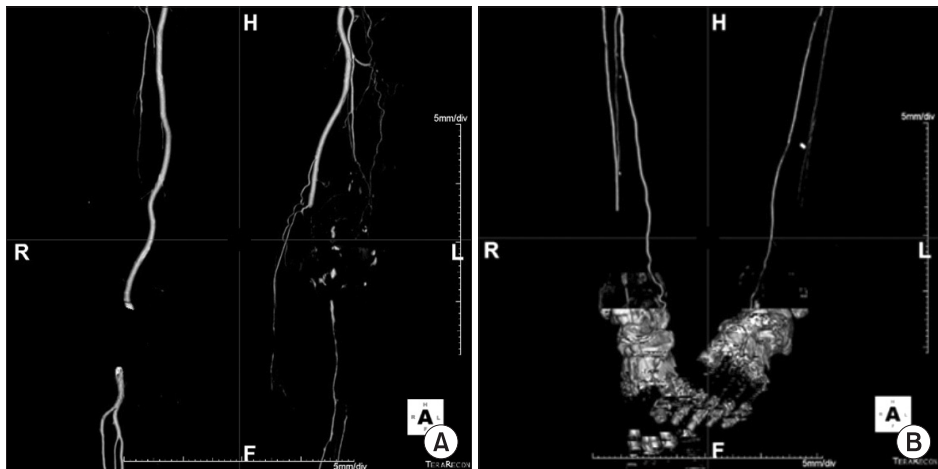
Three-dimension computed tomography of the left lower extremity. (A) Stenosis of the popliteal artery. (B) Occlusion of the posterior tibial artery.
